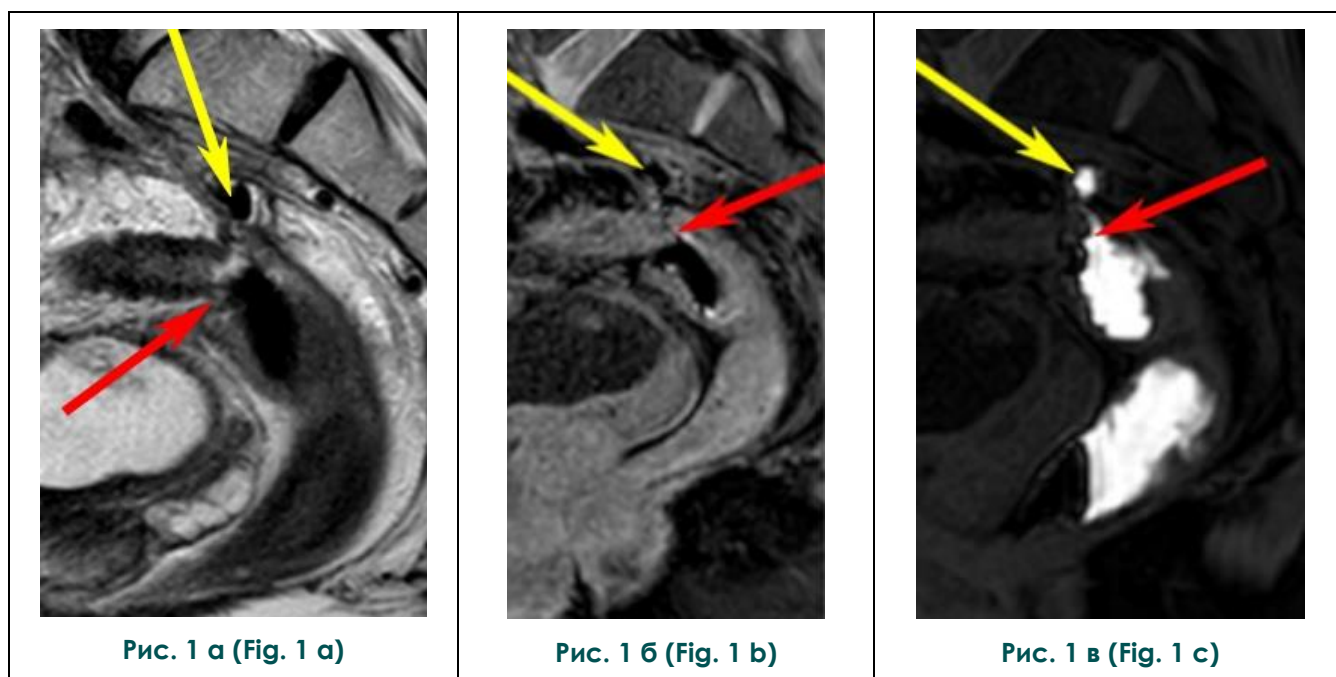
Пациент Л., 53 года. МРТ таза через 2 месяца после комбинированной резекции сигмовидной кишки с формированием колоректального анастомоза по типу «конец-в-конец».
